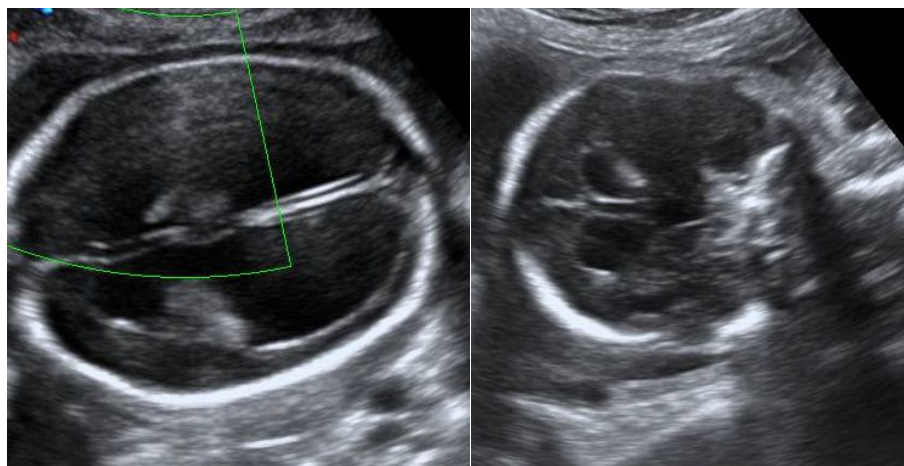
УЗИ плода после операции на сроке 28–29 нед.; отмечается уменьшение желудочковой системы
